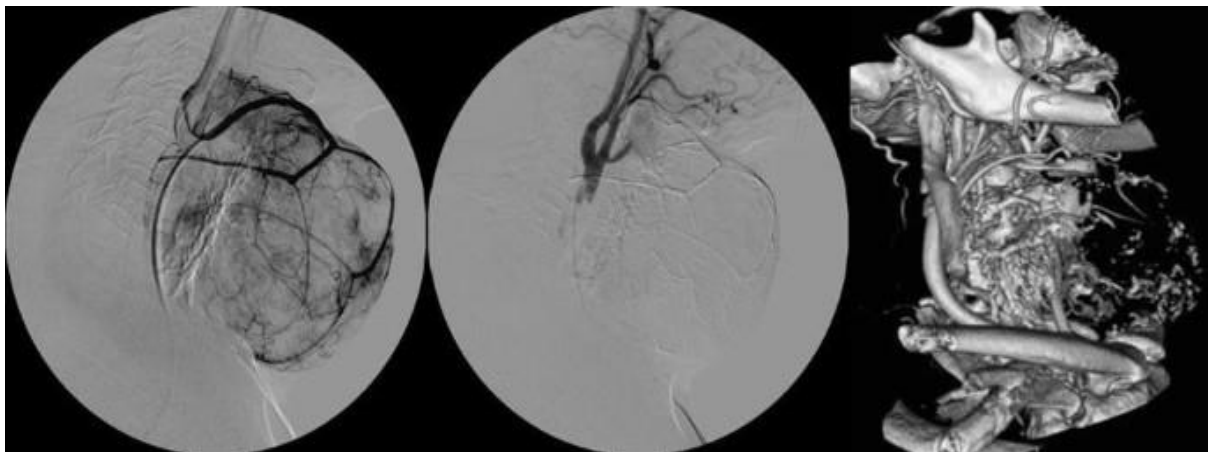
Состояние до (слева) и после (посередине) эмболизации правой верхней щитовидной артерии (вид сбоку) и ангио-КТ 16W с 3D-реконструкцией через 24 часа после SETA (справа).
